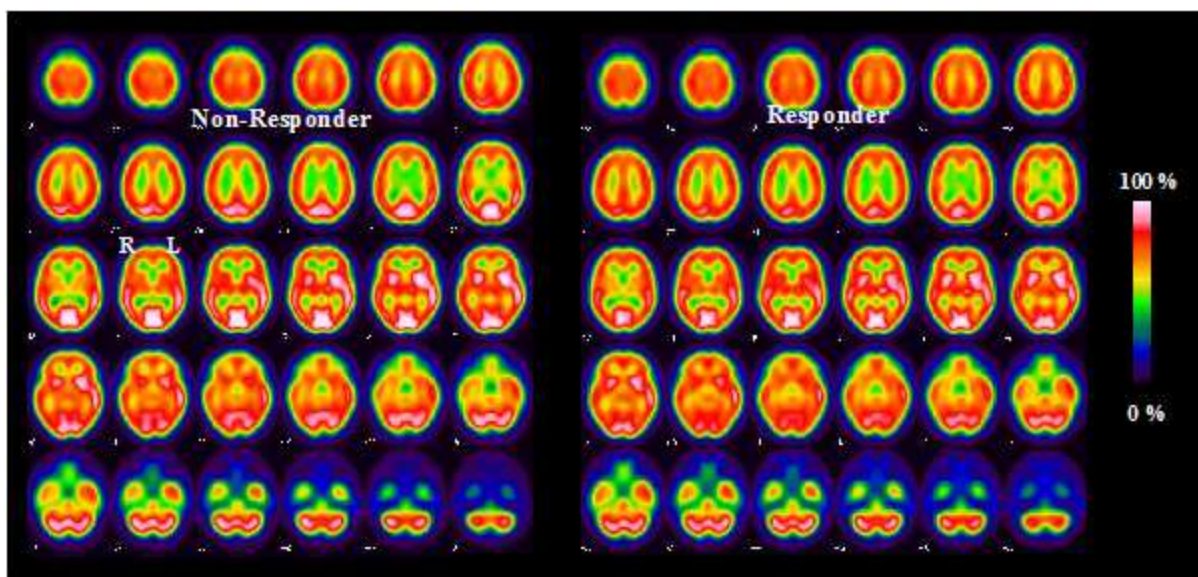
Durchschnittliche ECD-Aufnahme während iktualer Perfusion-SPECT bei Non-Respondern (links, n=7) und Respondern (rechts, n=16).
